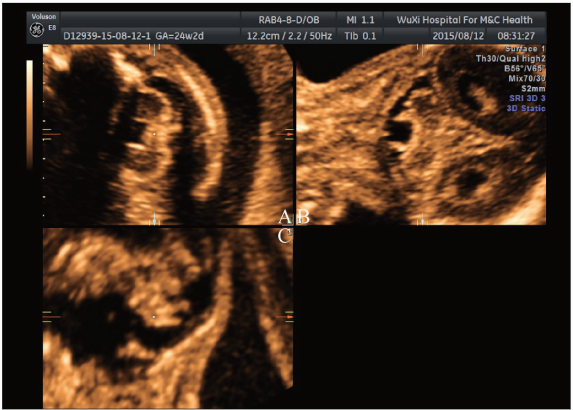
小脑蚓部发育不全胎儿头颅三维超声 VCI 成像
